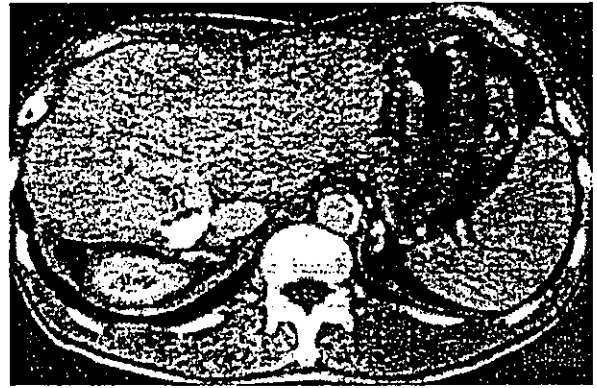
b 腹部CT (IFN併用動注化学療法開始後9カ月目)
